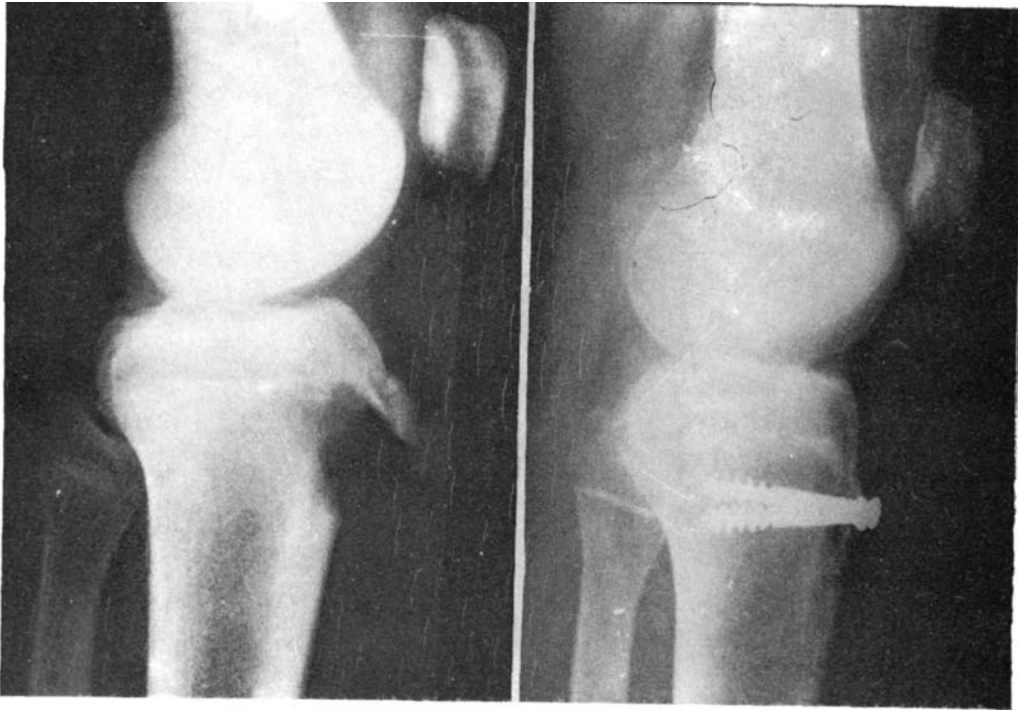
Radiografía de perfil correspondiente al caso núm. 2 en la que se observa el arrancamiento completo del núcleo tuberositario, con una prolongación intraarticular de la fractura a través del núcleo epifisario.
